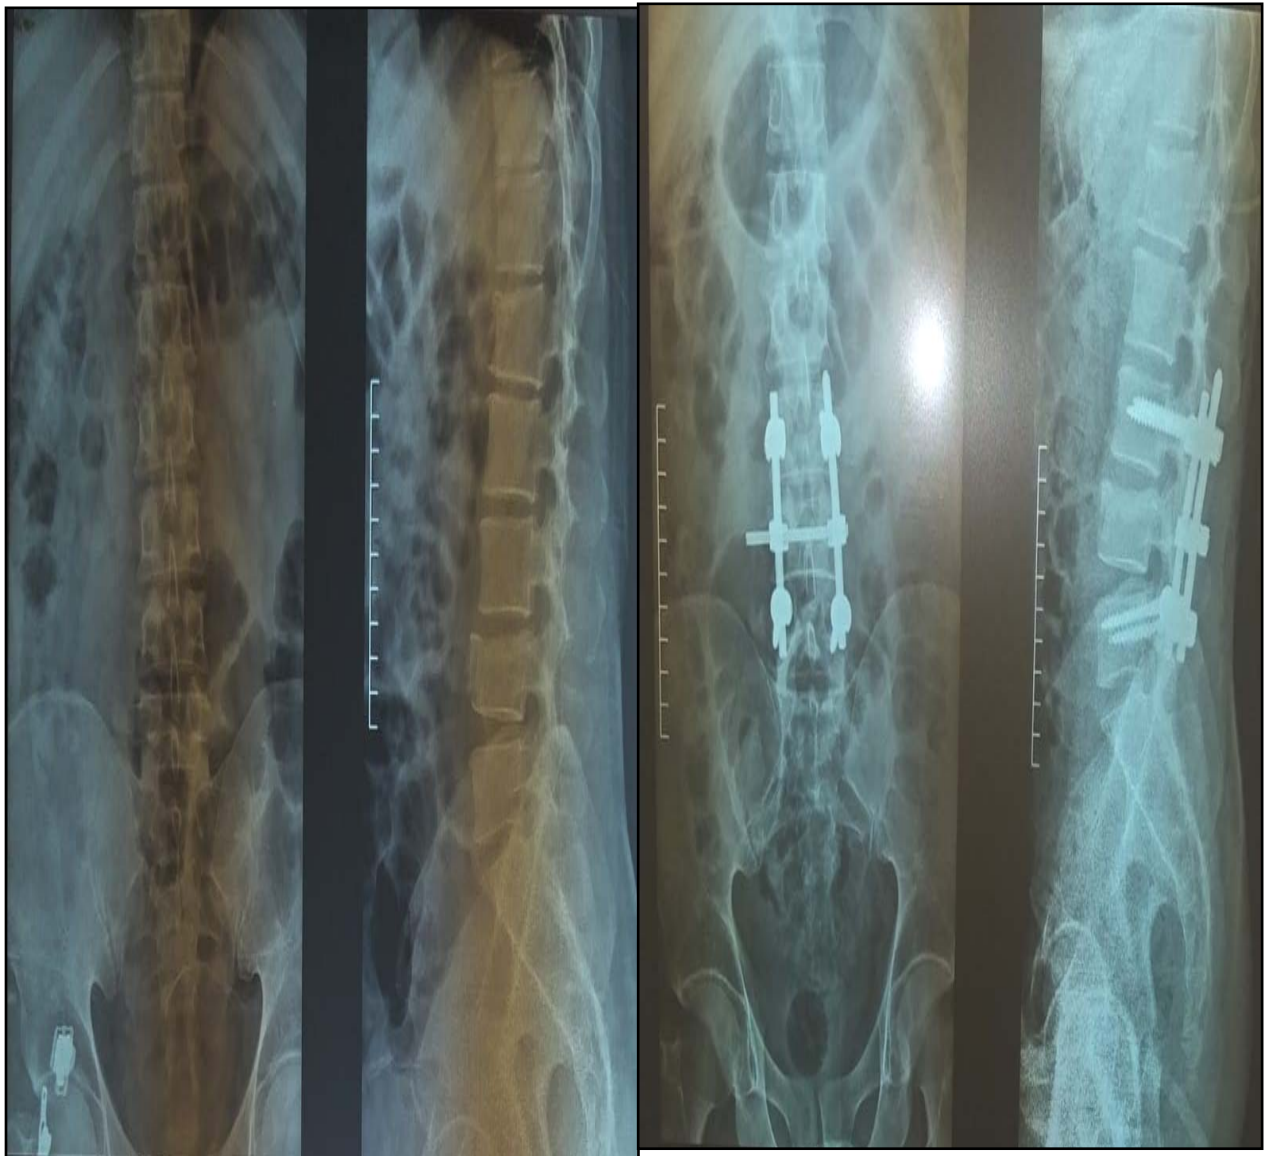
A gauche, Radiographie standard du rachis dorso-lombaire pré opératoire F/P montrant une fracture tassement de L4
